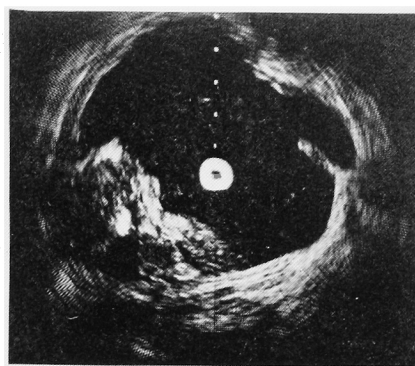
Case 3. Transurethral ultrasonogram
